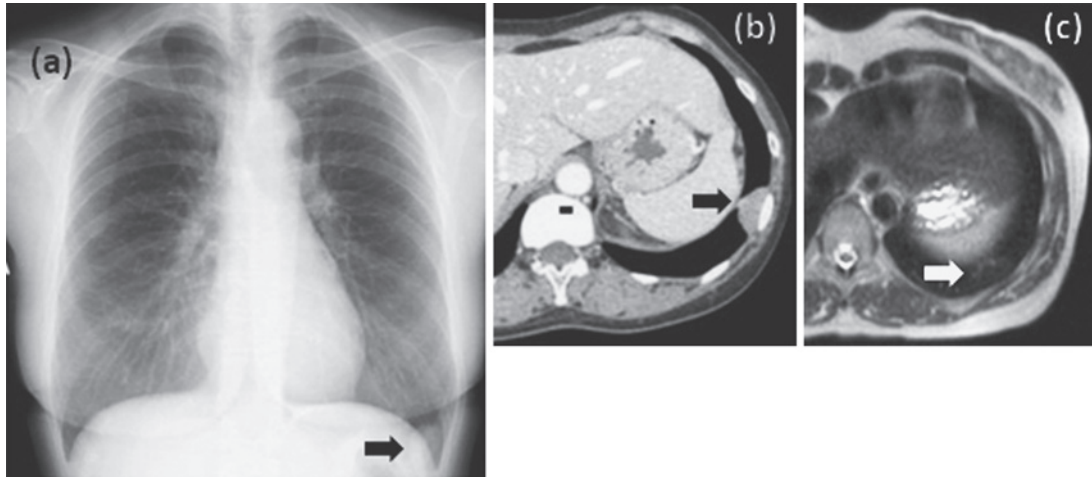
(a) Chest X-ray in case 1 showed a tumor on the left costophrenic angle (black arrow). (b) Chest enhanced CT showed a non-enhanced tumor (black arrow). (c) Chest MRI showed a tumor with a low- to isointense signal on a T2-weighted image (white arrow).
